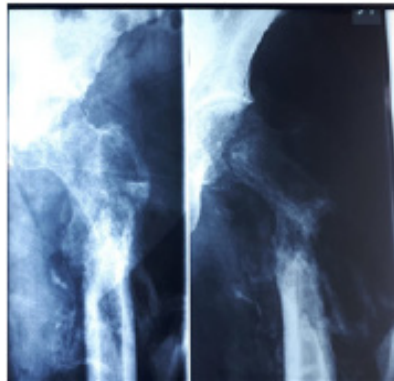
Рентгенограмма левого тазобедренного сустава через 1 месяц после травмы. Оскольчатый подвертельный перелом со смещением. Рентгенологически признаки выраженного остеопороза
